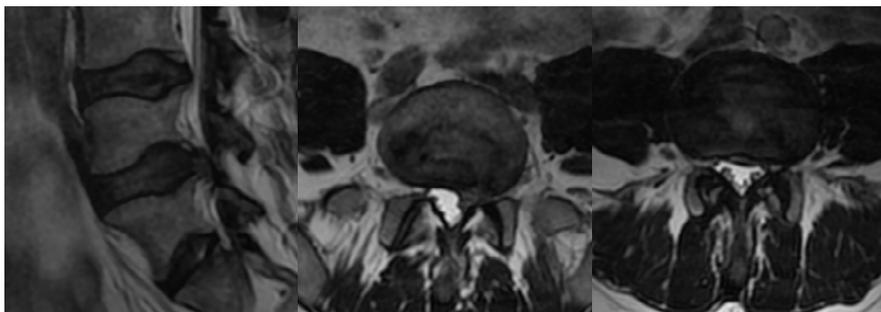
МРТ пояснично-крестцового отдела от 09.12.2020.
